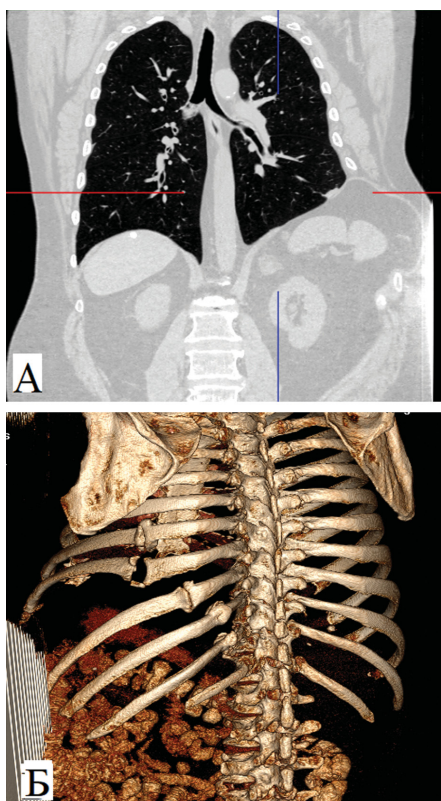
Пациент П. 56 лет. Диафрагмально-межреберная грыжа слева без разрыва реберной дуги с ложным суставом 8 ребра (СКТ – реконструкция). А – корональная проекция в мягкотканом окне; Б – костные структуры грудной клетки в режиме 3D-изображения.
